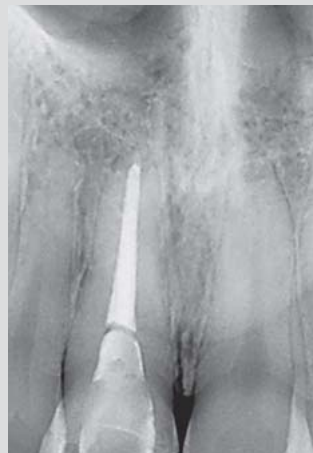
bis 8-40 Klinische und röntgenologische Situation nach Eingliederung der definitiven Vollkeramikkrone.
